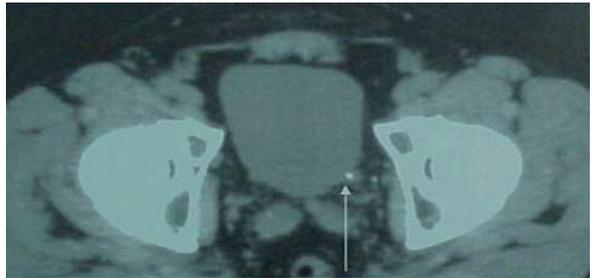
Corte TAC helicoidal sin contraste donde se aprecia litiasis en uréter distal.
